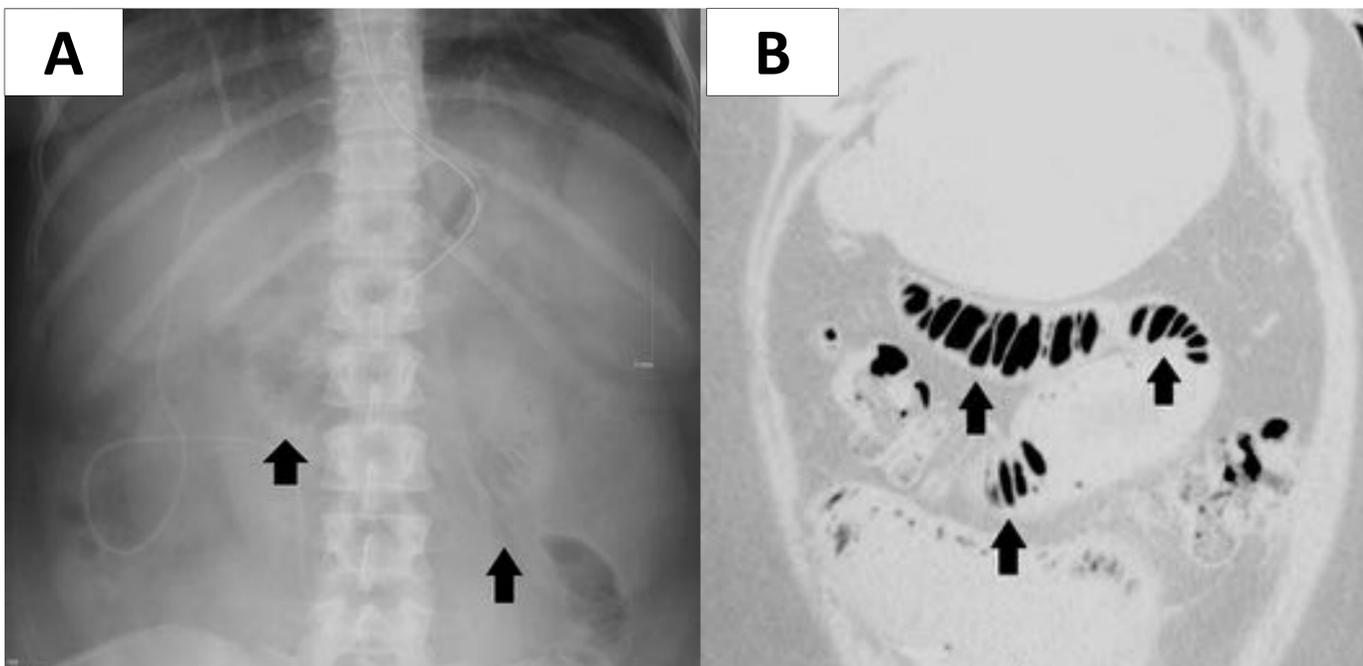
Signo del estiramiento en rx simple de abdomen (A) y su correlación con la TC (B).
